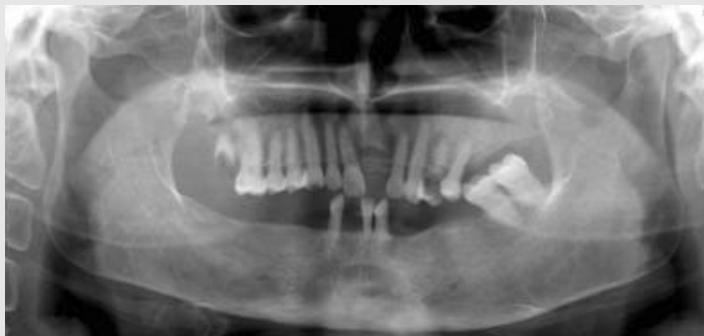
Panoramic radiograph of first visit.
